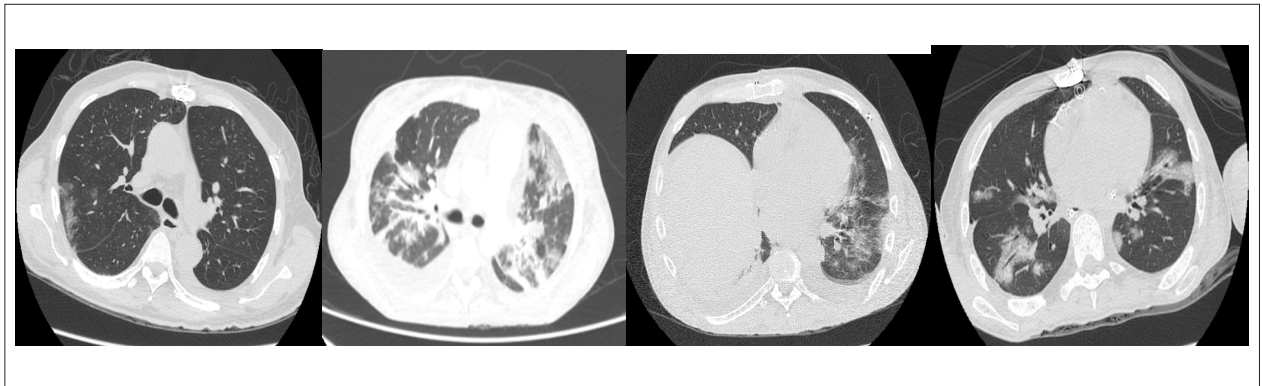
Tomografia computadorizada de tórax revelando opacidades em vidro fosco em caso 1 (A), caso 2 (B), caso 3 (C) e caso 4 (D).
